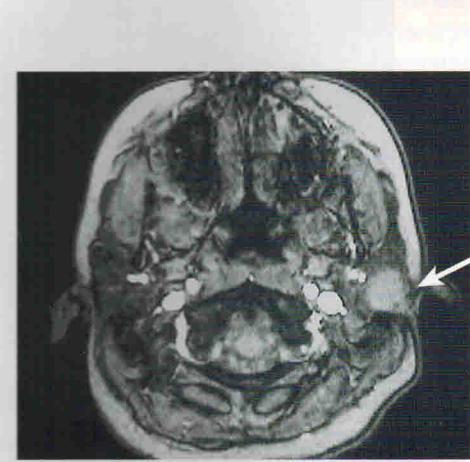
Т2-взвешенная магнитно-резонансная томограмма, на которой видна доброкачественная смешанная опухоль в поверхностной доле левой околоушной железы (показано стрелкой)
